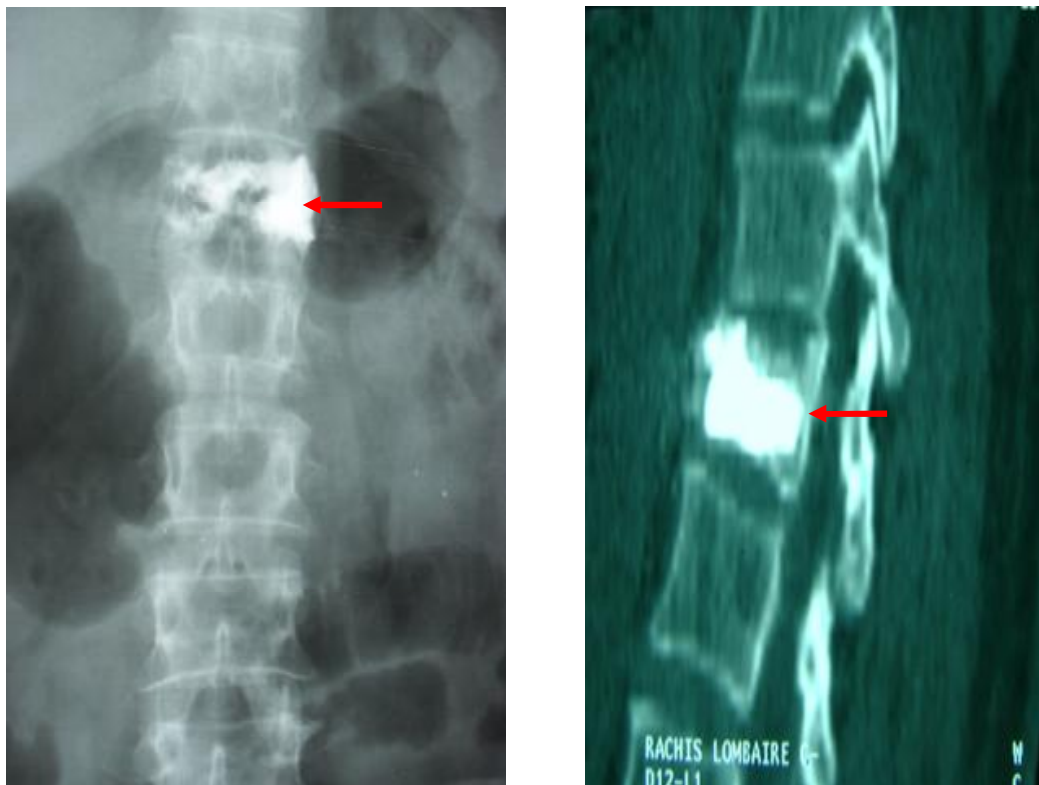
Radiographie du rachis de face et TDM en reconstruction après kyphoplastie de D12
